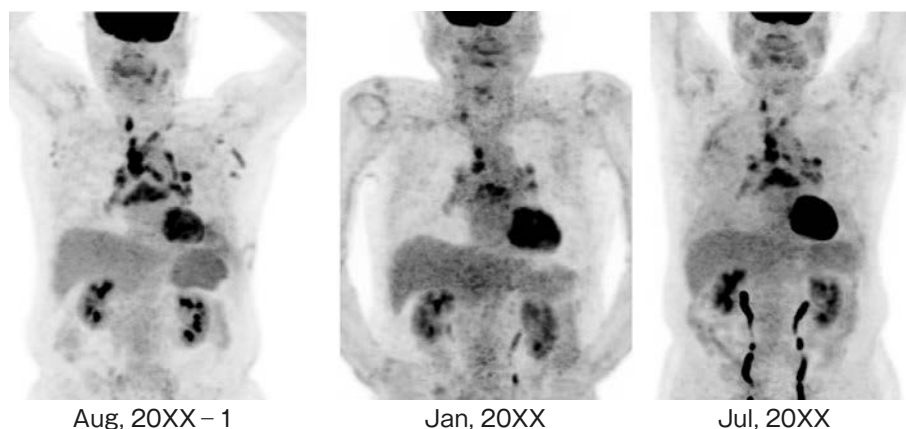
Fluorodeoxyglucose-positron emission tomography findings. The once-reduced lymphadenopathy demonstrated an increase again.
